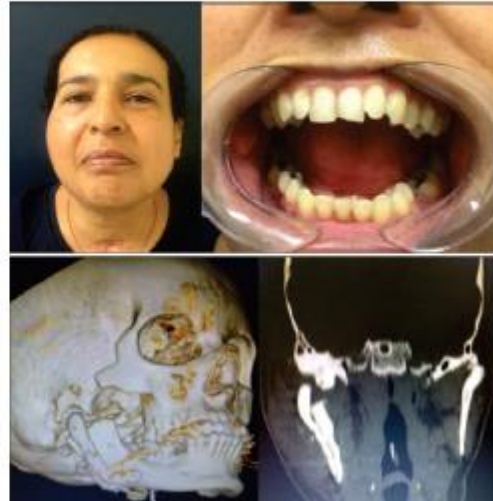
(Top left) At 6 months postoperatively showing patient without deformity; (top right) clinical picture shows maximum incisal mouth-opening of 40 mm. (Bottom left) Postoperative 3-dimensional model shows reconstruction plate, with the mandibular condyle in the glenoid cavity having been surgically built previously; (bottom right) computed tomography scan shows no sign of recurrence.
